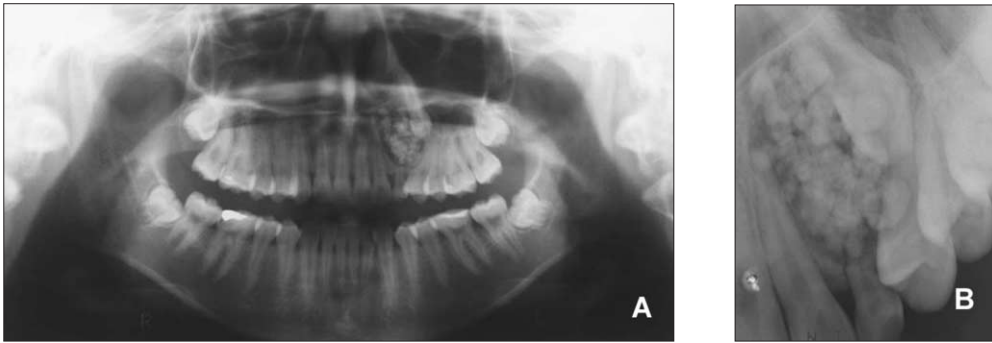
A, Panoramic radiograph at initial presentation. Note the well circumscribed zone of the irregular radiopacity in left maxilla. B, Preoperative periapical radiograph; The lesion has distally-superiorly displaced canine of left maxilla and scattered calcified material.
